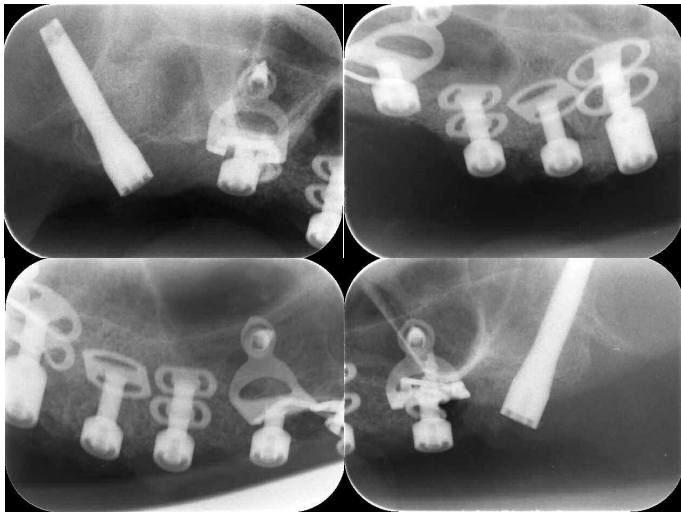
Contrôle radiographique des implants.
